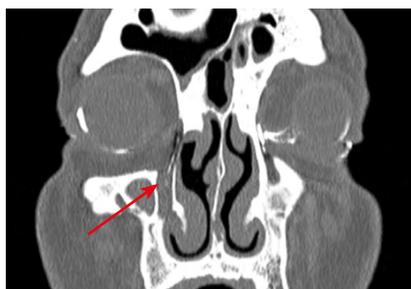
Облитерация носослезного протока справа на уровне верхней трети после осуществления ретроградной инфундибулотомии справа. Мультиспиральная компьютерная томография выполнена через 3 мес. после проведенной FESS (стрелки)
